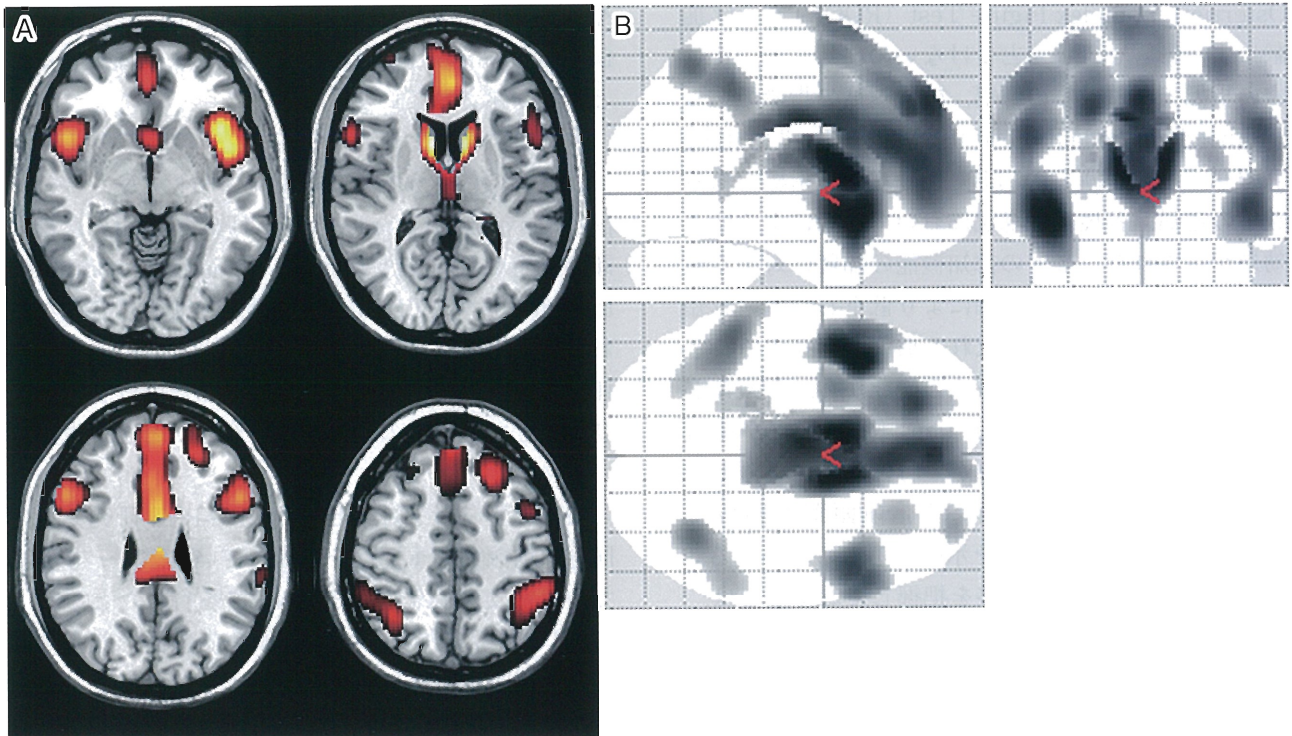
Effects of aging shown with ^{18}F -FDG PET
